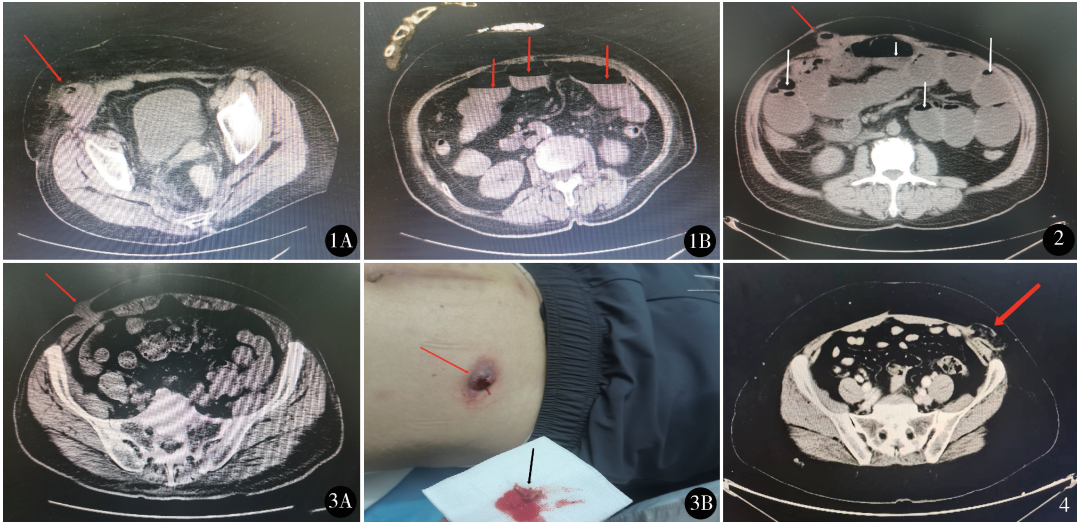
例 1 的 CT 资料:A. 右下腹 trocar 部位疝,肠管疝出(红箭头);B. 小肠多发液气平面,提示肠梗阻(红箭头) 图 2 例 2 的 CT 资料,显示右上腹 trocar 部位疝(红箭头)和肠梗阻(白箭头) 图 3 例 3 的资料:A. CT 显示右下腹腹壁可见结节样软组织密度(红箭头);B. 切口外观(红箭头),切口探查证实突出物为大网膜脂肪组织(黑箭头) 图 4 例 4 的 CT 资料,显示左下腹 trocar 部位疝(红箭头)
